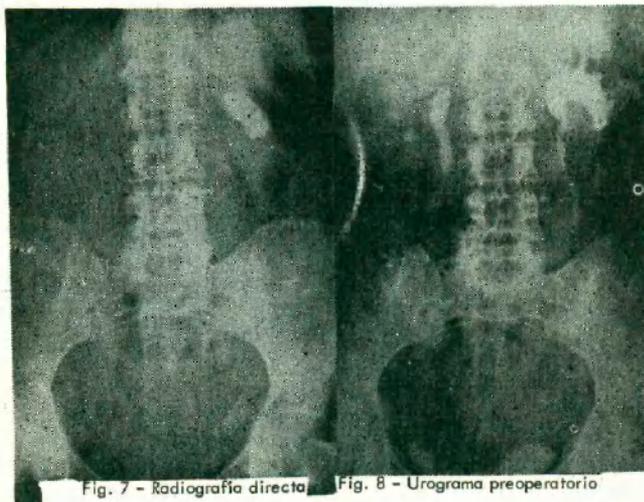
Radiografía directa
